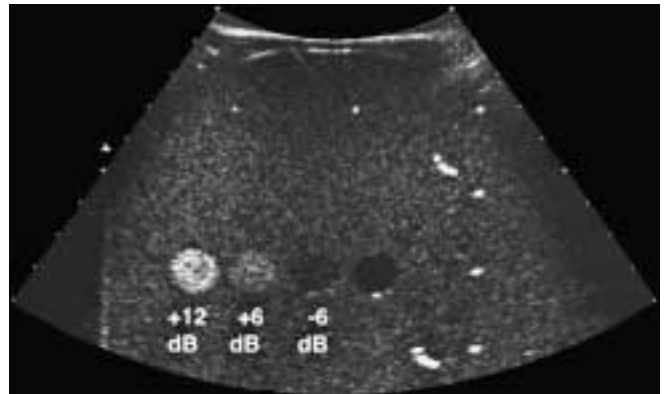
Immagine ecografica del fantoccio Gammex RMI 403 GS che riproduce le caratteristiche di ecogenicità di un tessuto parenchimale e contiene alcuni inserti simulanti dei noduli cistici o solidi; tre degli inserti «solidi» sono caratterizzati da contrasto pari a +12 dB, +6 dB, -6 dB rispetto al fondo (dati forniti dal costruttore e certificati per un range di frequenze comprese tra 1 e 20 MHz).
